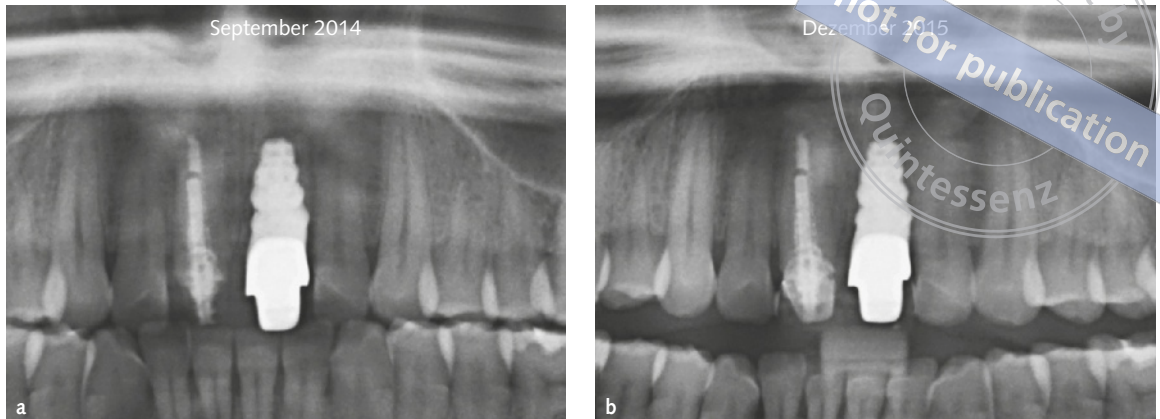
Panorama-Röntgenaufnahme mit Zahn 21 direkt nach der Insertion (a) und nach 12 Monaten in situ (b).
